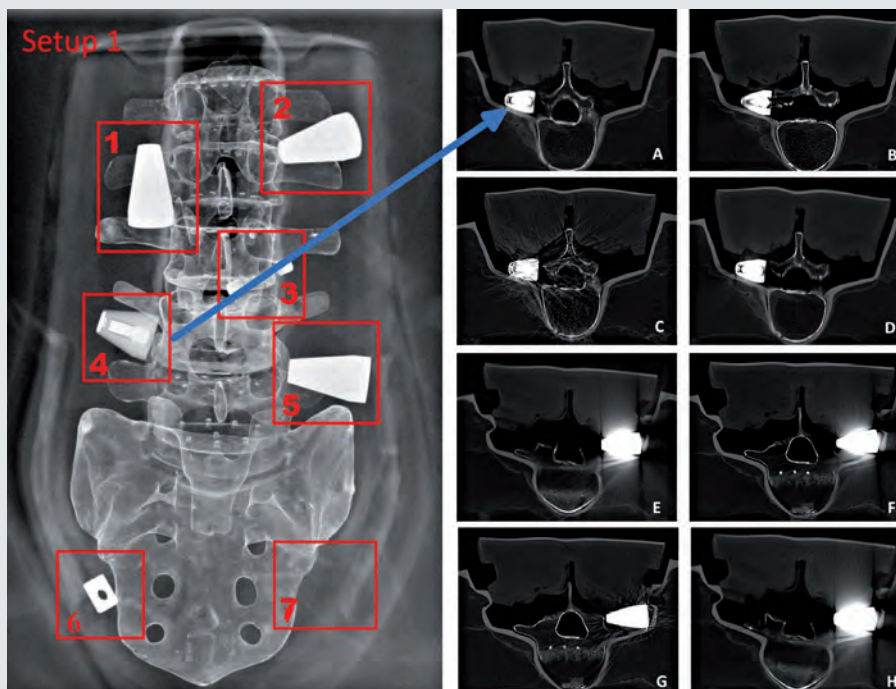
Depicted are Cs<sup>137</sup> sources in axial orientation (arrow, A-D) and matching sham controls (E-H) scanned with different CT scanners and protocols, respectively. Cs<sup>137</sup> source was placed in quadrant 4 and showed sham control in quadrant 5 (Setup 1).
